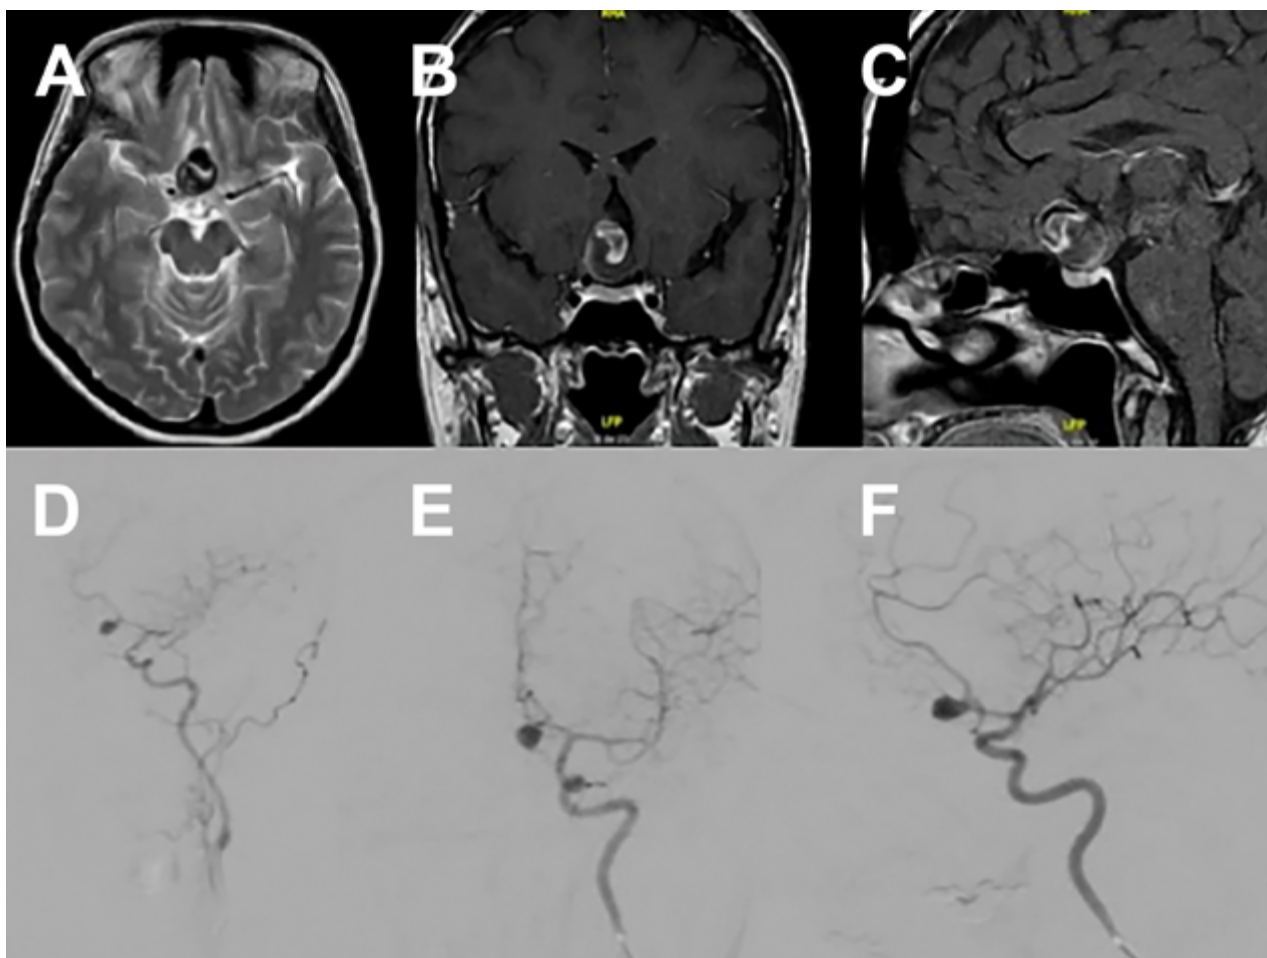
RMN de cráneo en la que se identifica lesión sacular de localización supraselar con efecto de masa, mide 22 mm x 19 mm x 17 mm (A), desplaza y comprime el quiasma óptico y la porción cisternal de ambos nervios ópticos, especialmente el del lado derecho (B), tiene un área en forma de media luna que realza tras la administración del medio de contraste (B y C). En la parte inferior se observa la Arteriografía cerebral con un aneurisma sacular de contornos irregulares, localizado en el segmento comunicante anterior de 8mm x 6mm x 5 mm (D, E y F).
